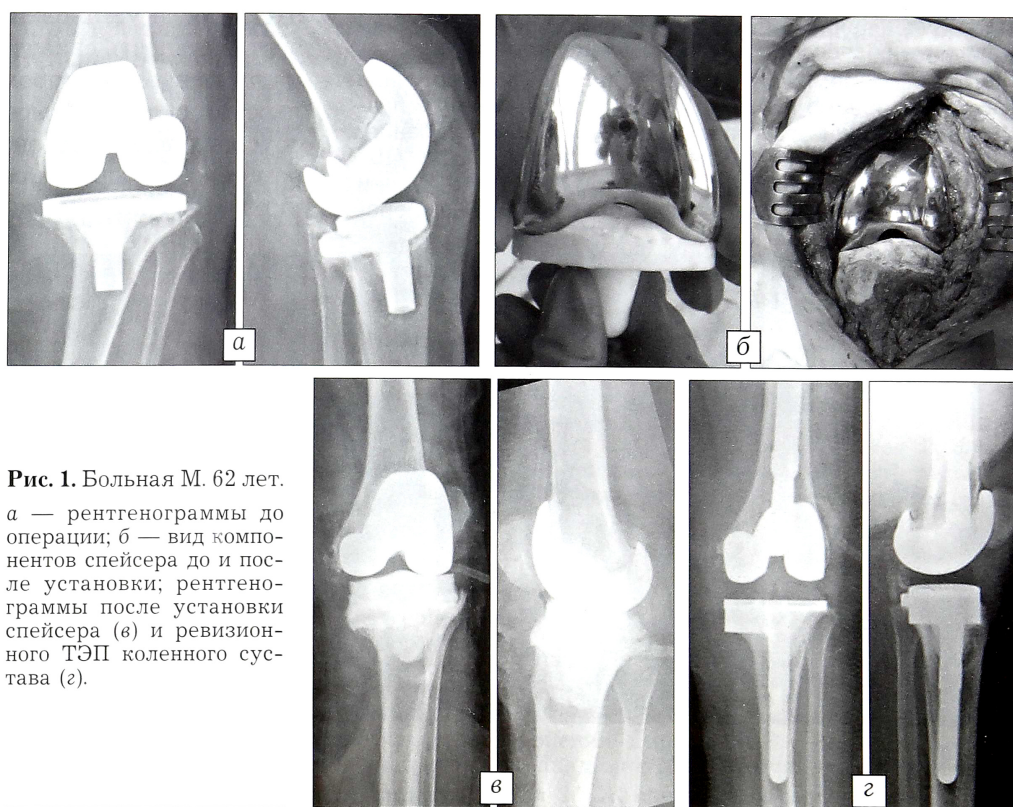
Больная М. 62 лет. а — рентгенограммы до операции; б — вид компонентов спейсера до и после установки; рентгенограммы после установки спейсера (в) и ревизионного ТЭП коленного сустава (г).
